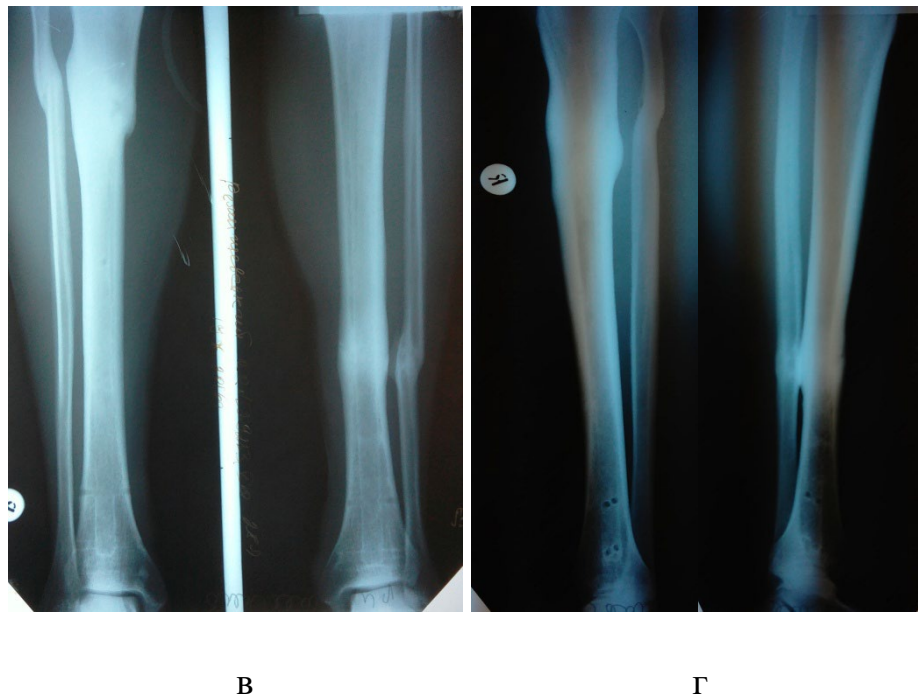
Рентгенограми х-го Т, 45р. з консолидованими переломами в/з обох кісток правої гомілки, н/з кісток лівої гомілки. Стан після оперативного лікування – БІОС 14 тижнів тому, пряма проекція – а, бокова проекція – б, Стан після видалення металевих конструкцій, пряма проекція – в, бокова проекція – г.
